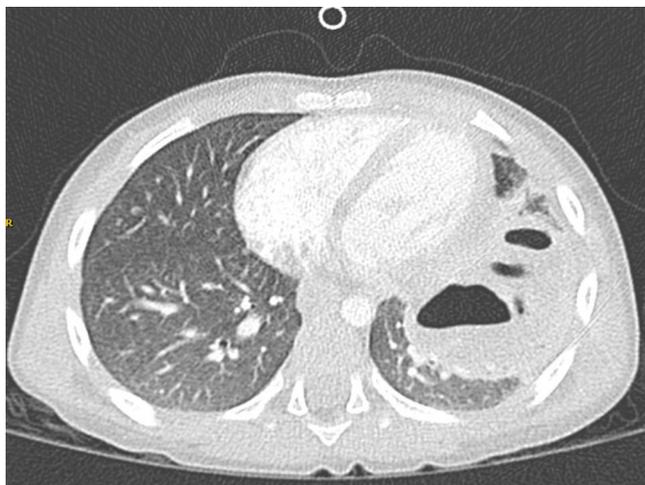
Tomografía computarizada torácica. Imagen compatible con neumonía cavitada en lóbulo inferior izquierdo. Condensación del parénquima pleural con varias áreas de necrosis en su interior.
